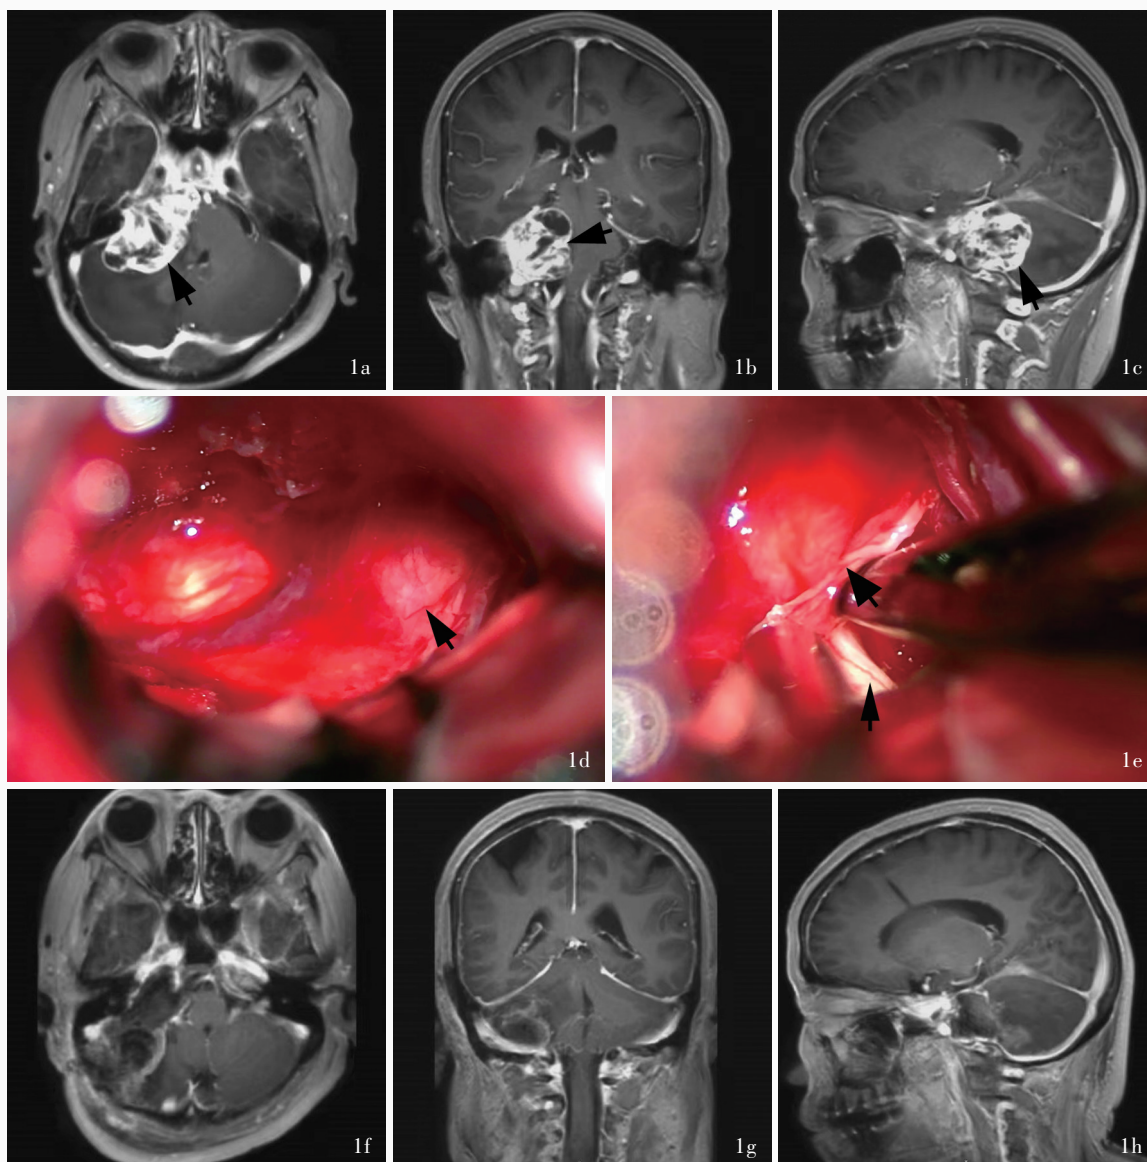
女性患者,65岁。因听神经瘤手术后1年余出现头晕20余天,加重3天入院。临床诊断为听神经瘤复发,行乙状窦后入路手术。手术前后头部MRI检查和术中所见 1a 术前横断面增强T₁WI显示,右侧脑桥小脑角区占位性病变,大小约55 mm×46 mm×39 mm,呈不均匀强化(箭头所示) 1b 术前冠状位增强T₁WI显示,右侧脑桥小脑角区占位性病变,大小约55 mm×46 mm×39 mm,呈不均匀强化(箭头所示) 1c 术前矢状位增强T₁WI显示,右侧脑桥小脑角区占位性病变,大小约55 mm×46 mm×39 mm,呈不均匀强化(箭头所示) 1d 术中切除肿瘤后可见脑干面肿瘤膜性结构(箭头所示) 1e 术中将膜性结构自脑干面牵开,显露面神经根部(粗箭头所示为膜性结构,细箭头所示为面神经) 1f 术后第1天复查横断面增强T₁WI显示,肿瘤全切除,脑干和小脑结构保护良好 1g 术后第1天复查冠状位增强T₁WI显示,肿瘤全切除,脑干和小脑结构保护良好 1h 术后第1天复查矢状位增强T₁WI显示,肿瘤全切除,脑干和小脑结构保护良好
